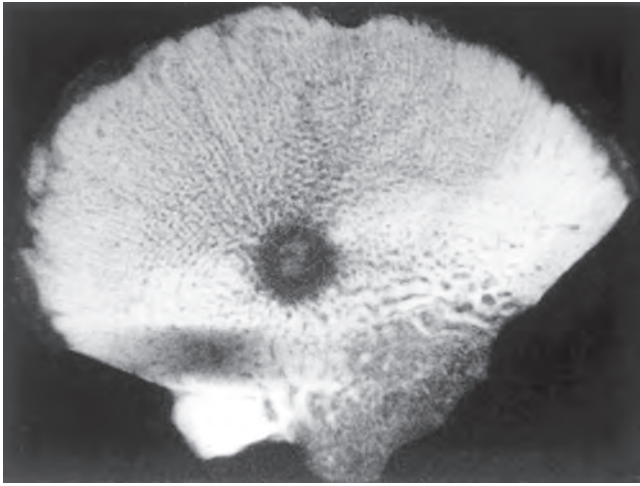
Radiografía de una pieza de resección con un osteoma osteoide intracortical. La radiotransparencia redonda con mineralización central representa la lesión y está rodeada de abundante hueso reactivo que ha provocado un engrosamiento cortical masivo.
